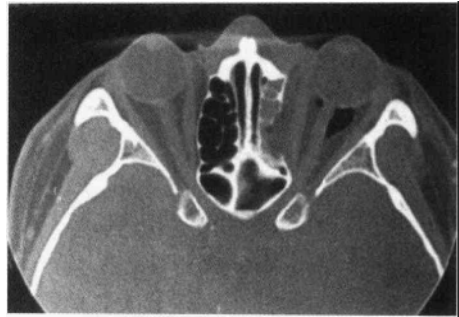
横断CT示左眶内壁爆裂骨折，引起眶内气肿
